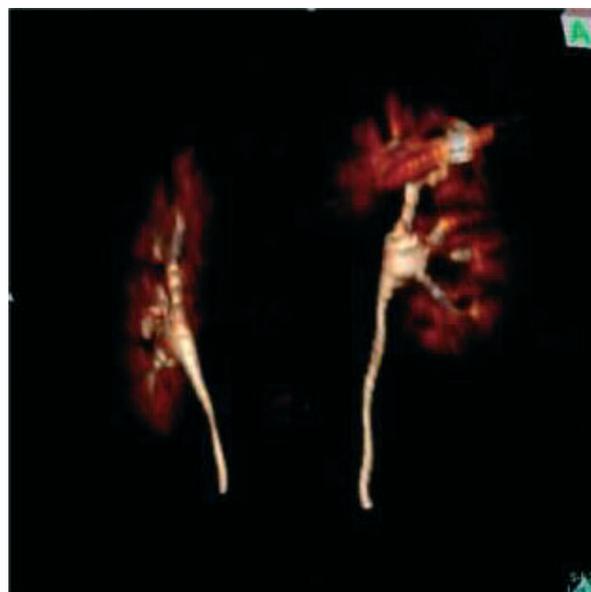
Reconstrução digital de TC realçando o sistema excretor intacto e a presença da bala alojada no parênquima renal esquerdo.
